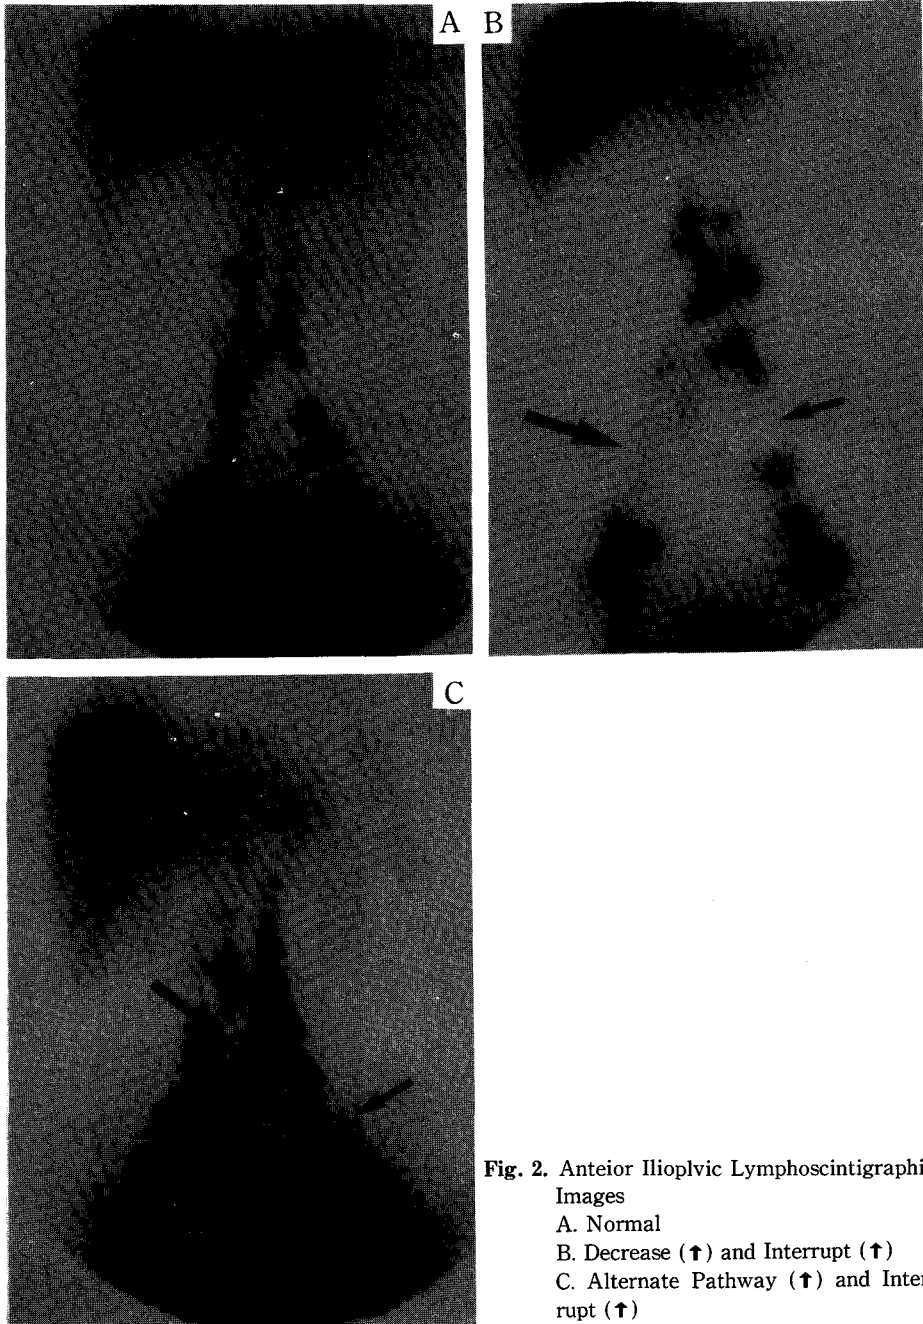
Anterior Iliopelvic Lymphoscintigraphic Images
